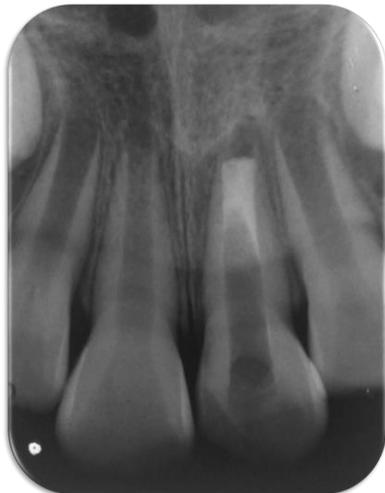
Radiografia após a confecção do plug apical de MTA
